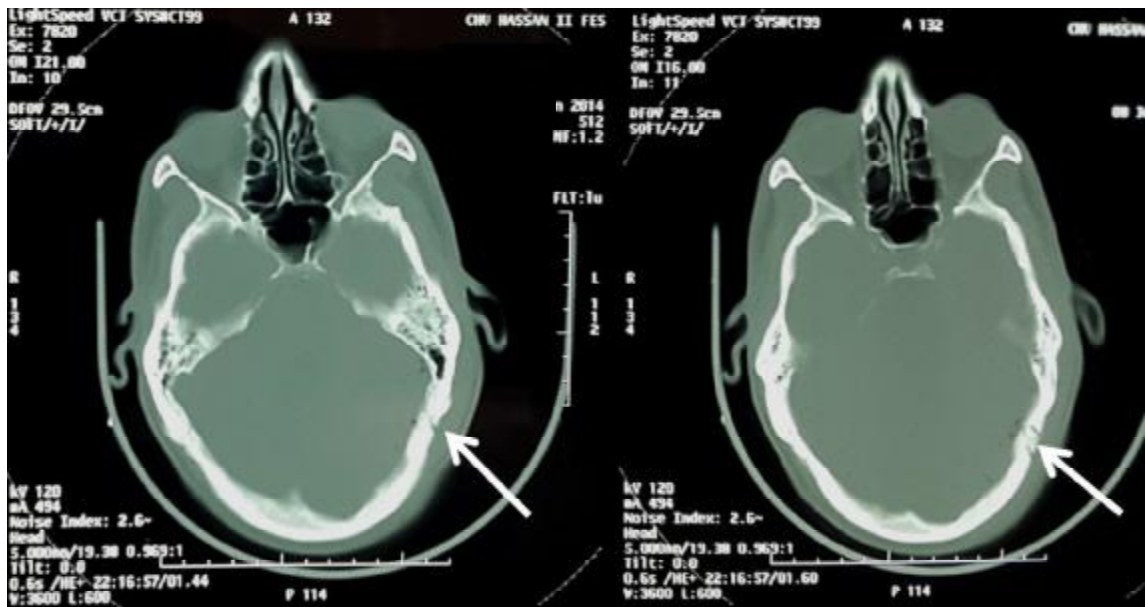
TDM cérébrale en coupes axiales, fenêtres osseuses du même patient que la figure 15, montrant une fracture occipitale gauche (Flèche).
